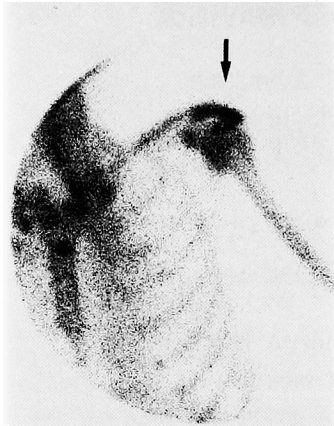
Case 1, Bone scintigram shows abnormal uptake at the scapula.
